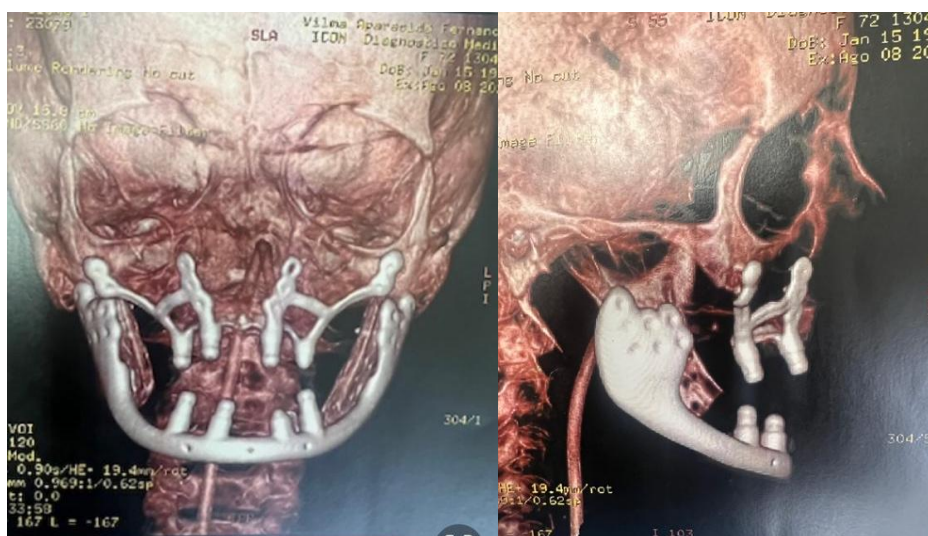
A e B – Reconstrução volumétrica 3D por tomografia computadorizada após cirurgia
